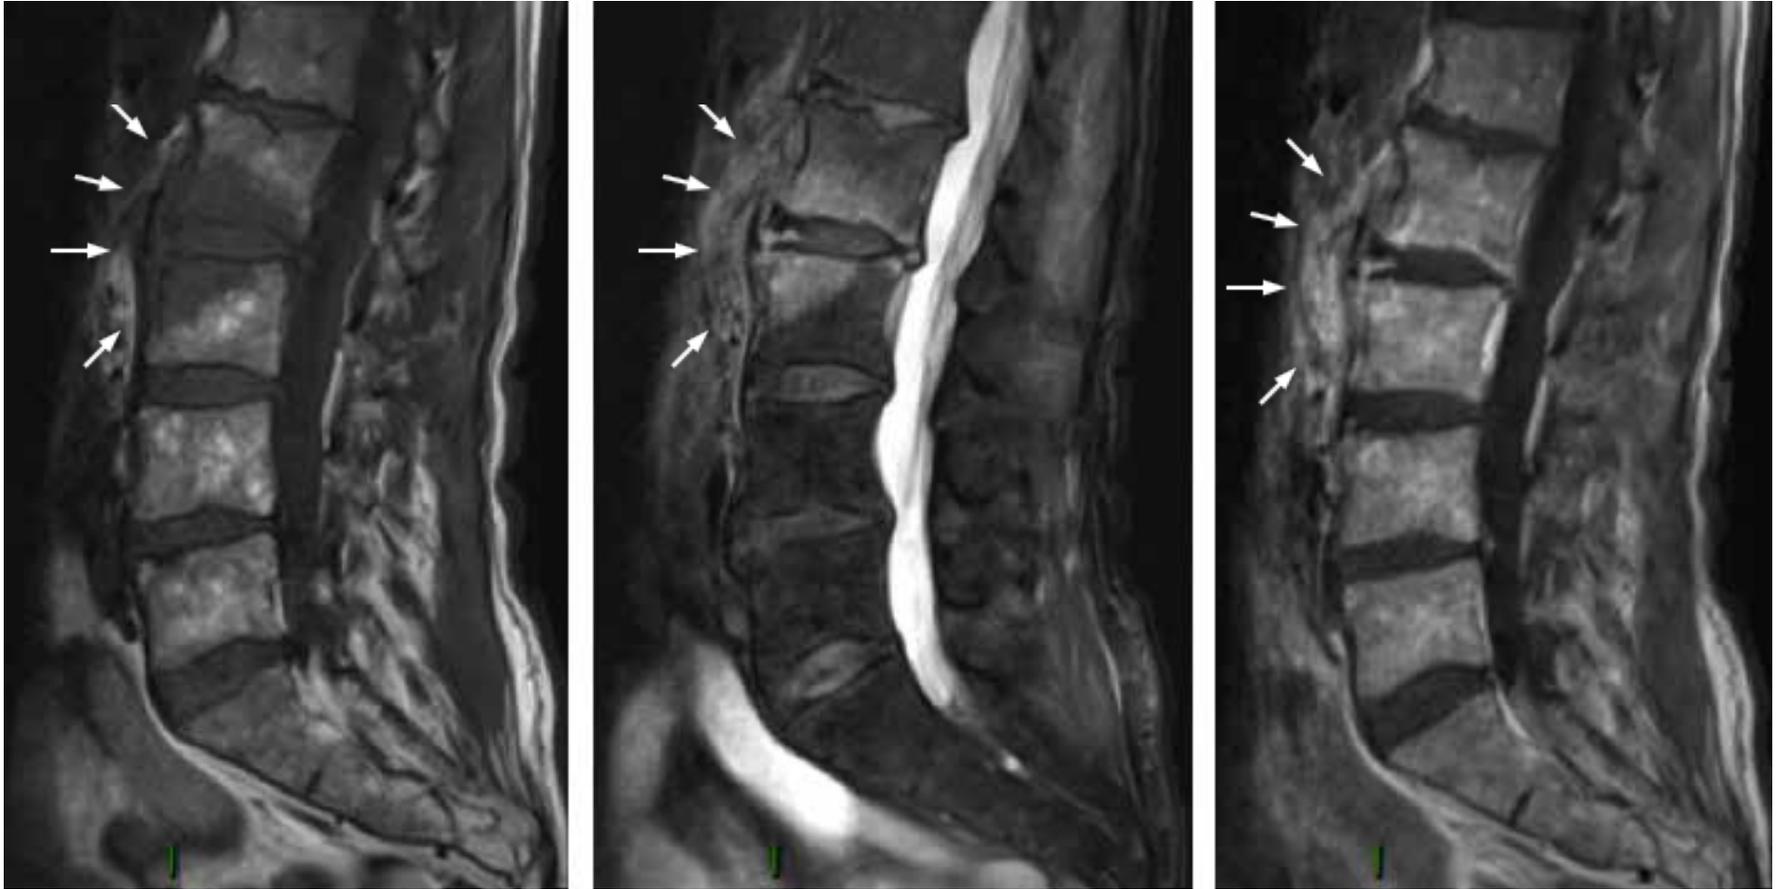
Aspect typique en IRM d'une spondylodiscite débutante. On note en L2-L3 un aspect inflammatoire au versant antérieur du disque caractérisé par un hyper signal T2 et un rehaussement après injection de gadolinium (T1G). On note aussi la réaction des tissus mous avoisinants (flèches) qui signe l'infection. Ici l'infection est centrée sur la partie antérieure du disque.
